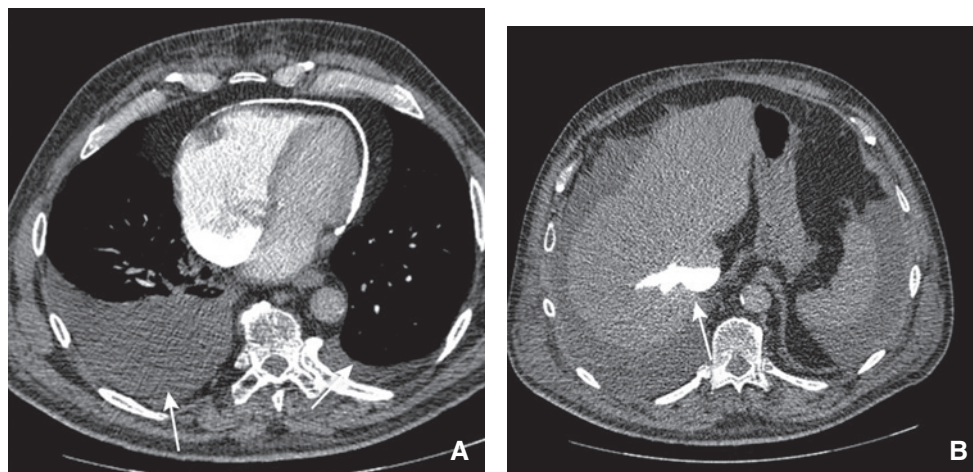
TC toracica in un paziente affetto da pericardite cronica calcifica e che presenta dei segni di insufficienza cardiaca alla diagnostica per immagini.
